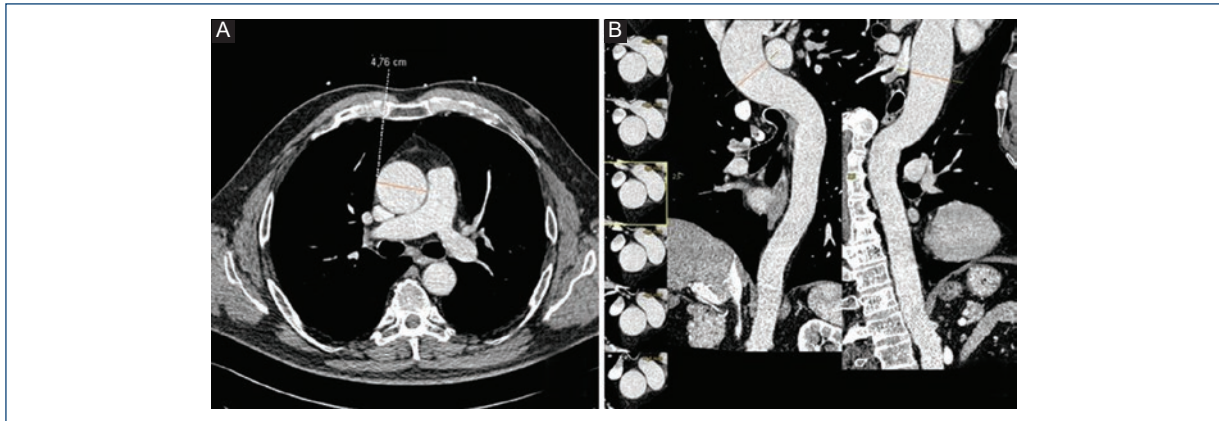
Tomografía computarizada de aorta. A: plano axial a nivel de los grandes vasos que muestra una dilatación importante de la aorta ascendente torácica (4.76 mm). B: reconstrucciones oblicuas de la aorta en las que se observa la dilatación de la aorta ascendente.
